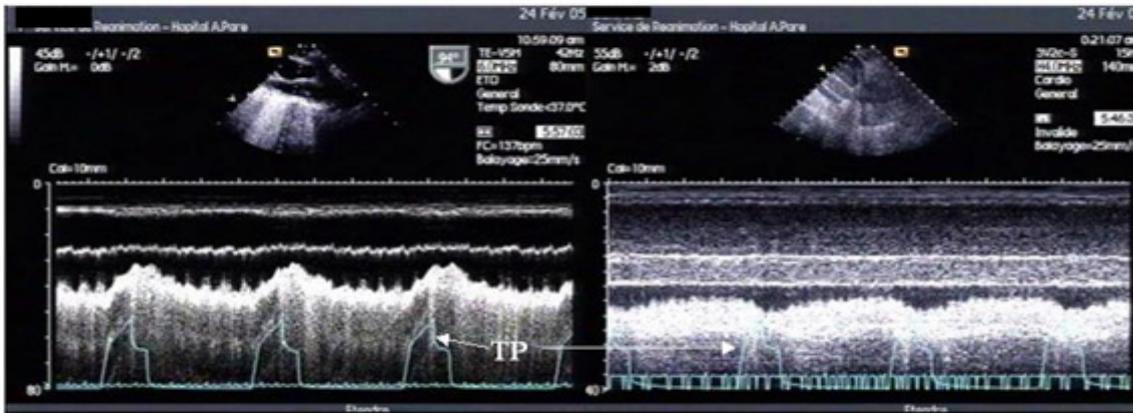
Examen par les ultrasons des veines caves supérieures (gauche) et inférieure (droite) chez le même patient ventilé, hypotendu. L'examen échocardiographique trans-œsophagien montre un collapsus partiel de la veine cave supérieure lors de l'insufflation, alors que l'échocardiographie trans-thoracique, utilisant une voie sous costale, montre un élargissement de la veine cave inférieure lors de l'inspiration. Chez ce patient, une expansion volémique permet de restaurer la pression artérielle, et abolit les variations de diamètre des veines caves. TP : pression trachéale.
